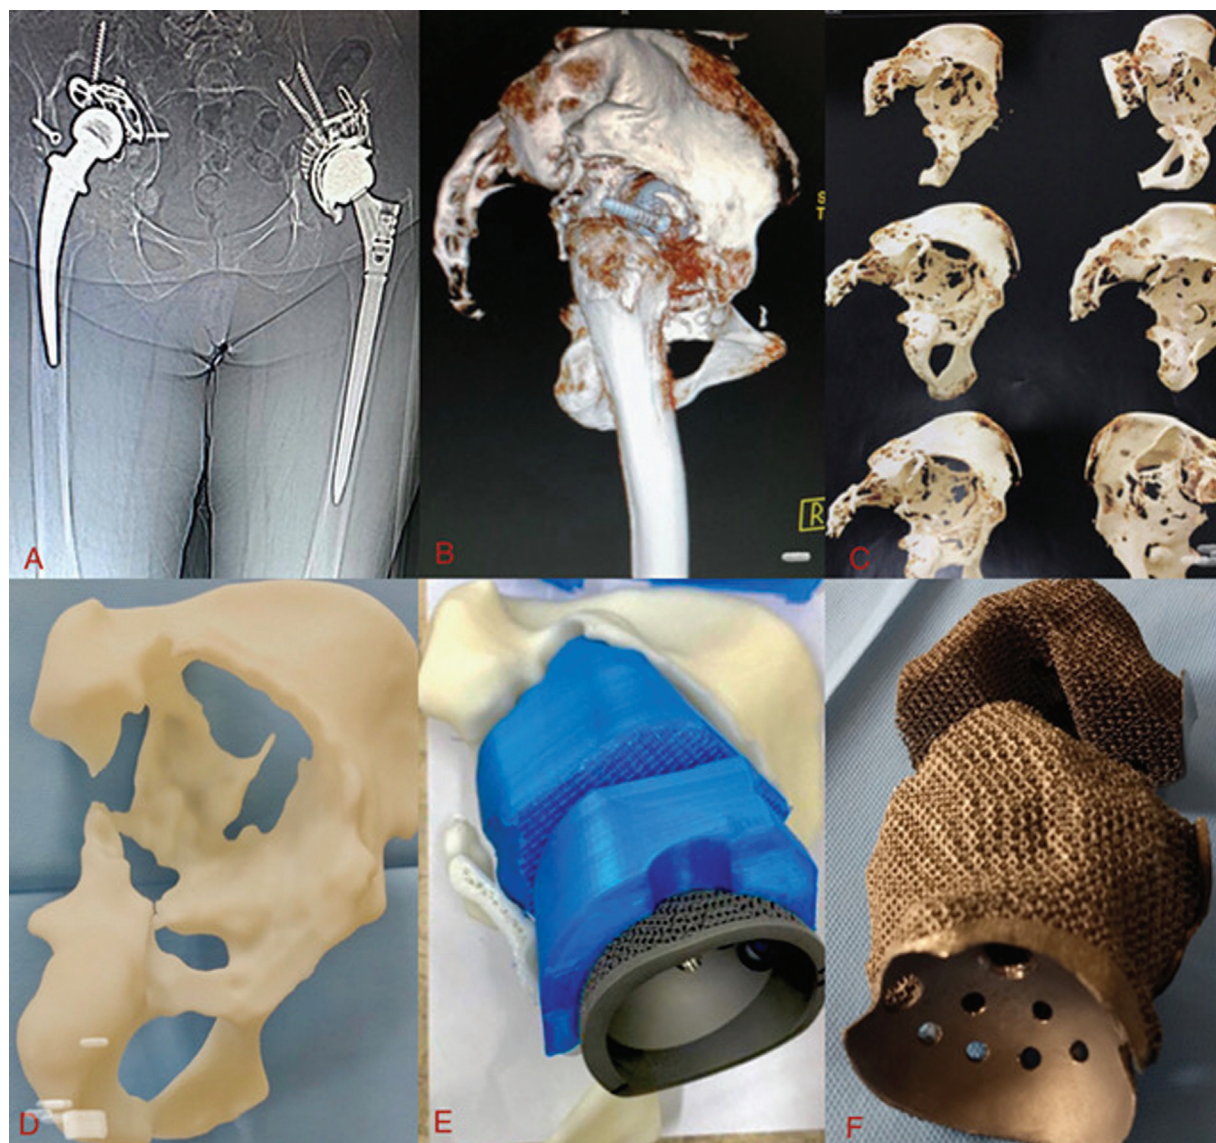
(A) Tomografia computadorizada; (B) Materialise; (C) Segregação da parte desejada; (D) Impressão 3D do osso remanescente; (E) Impressão 3D do novo componente- componente acetabular; (F) Componente acetabular customizado
